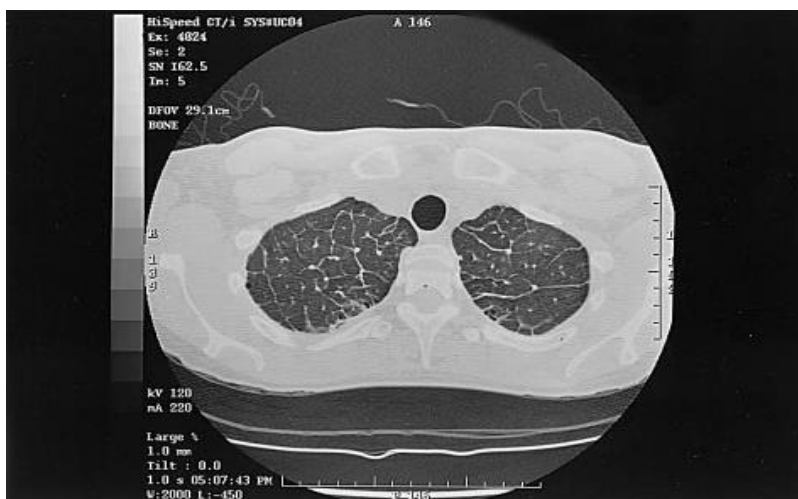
Tomografia Computorizada de alta resolução de uma doente de 50 anos com tosse crônica, onde se pode verificar o espessamento dos septos interlobulares, indicando edema pulmonar. (22)
